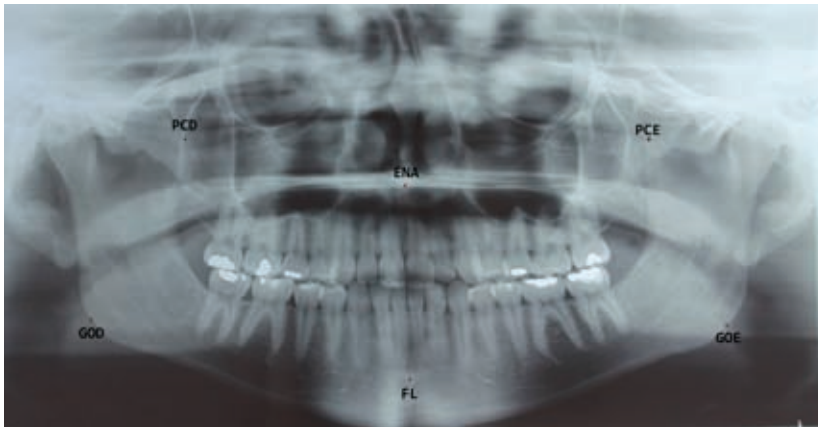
Marcação dos pontos anatômicos na radiografia panorâmica
